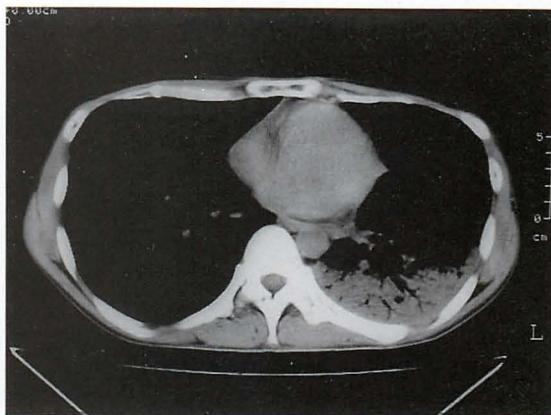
CT of the chest at admission
